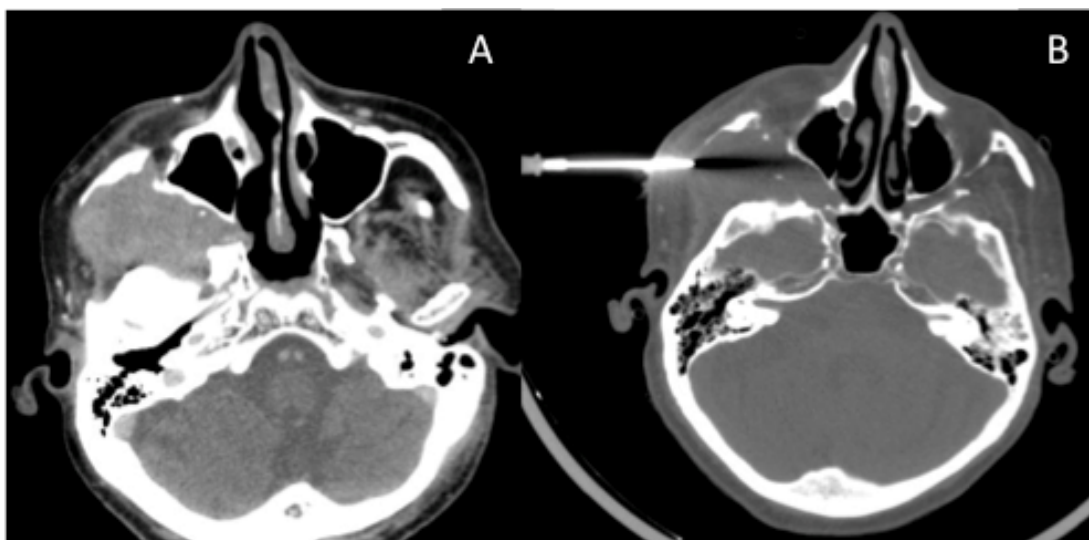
Biópsia de lesão infratemporal através de acesso subzigomático. Paciente masculino 63 anos, com diagnóstico prévio de CEC de orofaringe e lesão localizada no espaço infratemporal à direita (A – corte axial de tomografia computadorizada). Realizada biópsia por acesso subzigomático (B), que revelou se tratar de meningioma.
